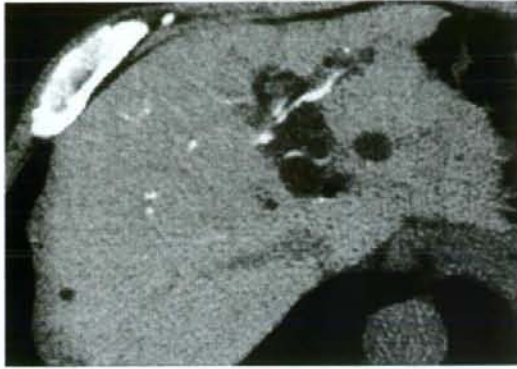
DIC-CT of case 2. DIC-CT shows that the cysts are not visualized by contrast medium, which suggests that the cysts are peribiliary cysts
